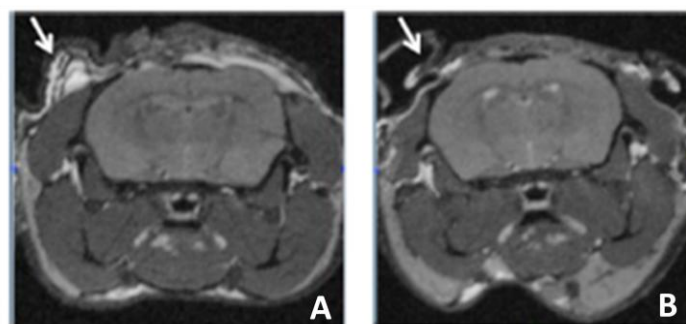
Visualisation par IRM d'un œdème de la dure mère au niveau de sites irradiés. (A) après une semaine et (B) après 2 semaines (B) l'inflammation a régressé [Keriquel et al., 2010]
